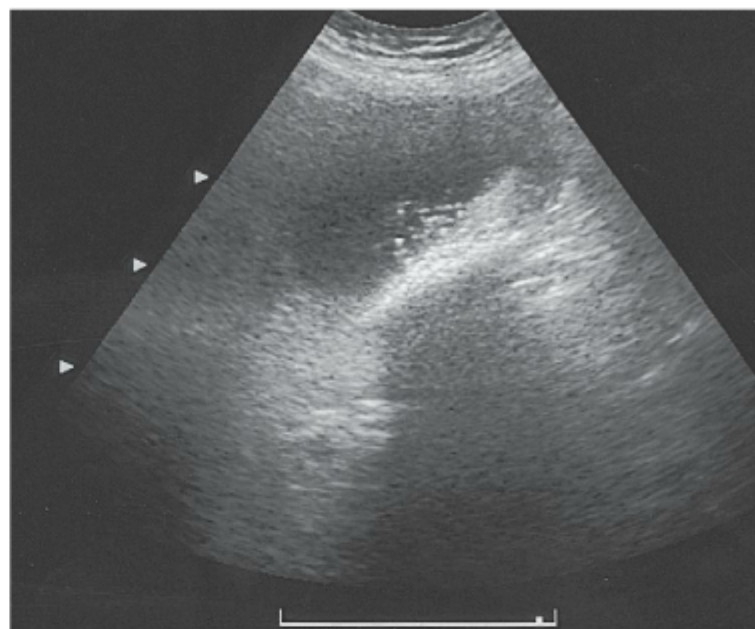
Ultrassonografia da vesícula biliar em paciente com cólica biliar mostrando múltiplos focos ecogênicos dependentes com sombra acústica posterior compatível com cálculos biliares.
